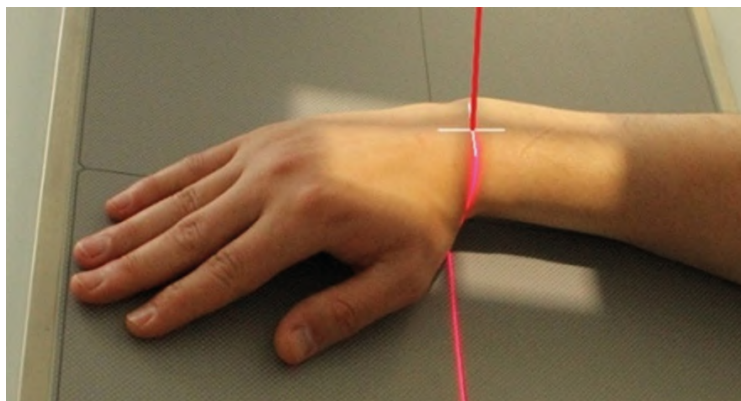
Рентгенография лучезапястного сустава. Передняя проекция с лучевым отклонением
